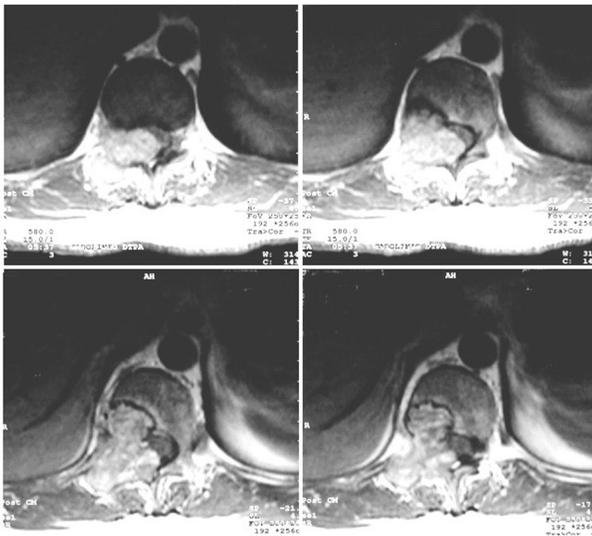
Resonancia magnética, cortes coronales con contraste.
